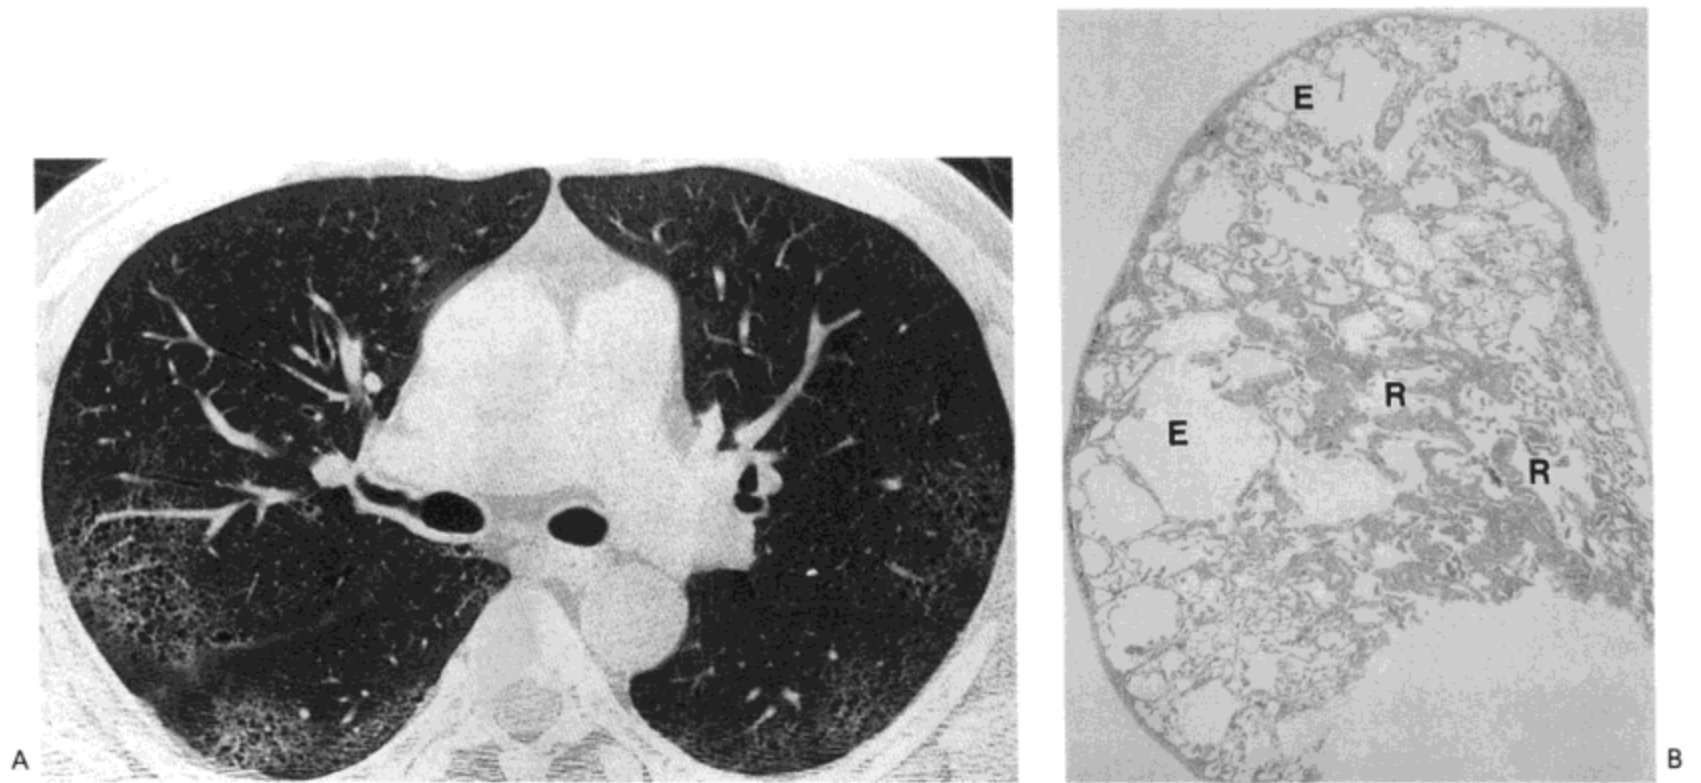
呼吸性细支气管炎-间质性肺病。A: 高分辨率 CT 影像示双侧片状磨砂玻璃影, 主要分布于周围肺内。同时注意轻度的肺气肿。B: 活检标本示数个呼吸性细支气管壁内中度纤维化 (R)。局限性肺气肿 (E) 明显。
